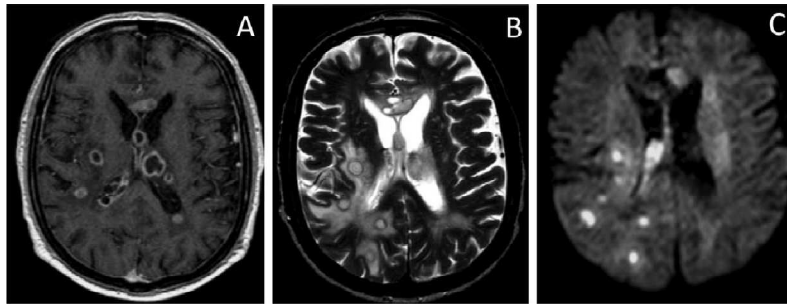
Clichés d'IRM cérébrale d'un patient présentant une endophtalmie endogène unilatérale et une encéphalite multi-abcédée à *Peptostreptococcus* [110].
